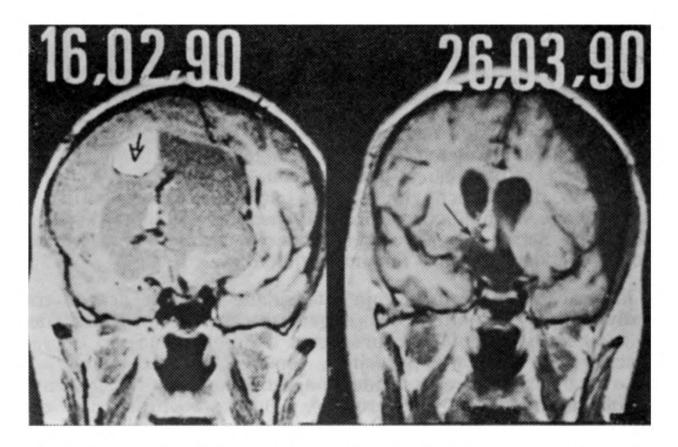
16-02-90: RMN mostra massa multibocelada ocupando quase toda a fossa anterior e parte da fossa média, com grande
